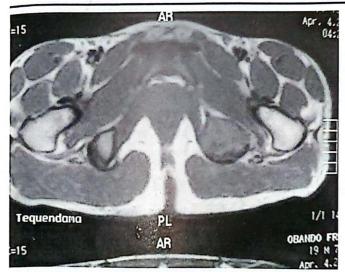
La resonancia nuclear magnética muestra una lesión hipointensa en T1, que aumenta su intensidad en T2, y que presenta una importante destrucción del fondo acetabular, tiene un componente expansivo muy importante, pero se mantienen las adelgazadas corticales, sin una verdadera masa de tejidos blandos, parece tener necrosis con líquido en su interior, sin tener niveles líquidos.
